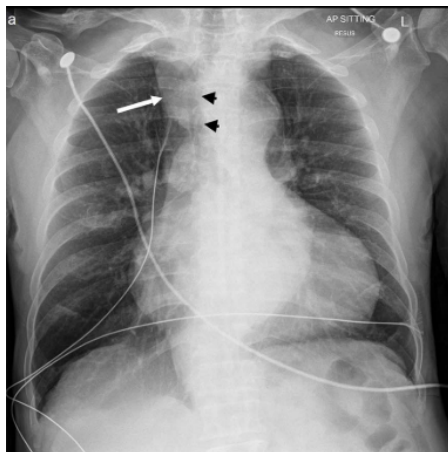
Radiografía de tórax posteroanterior en varón de 78 años asintomático con una aneurisma sobre el DK. Muestra una masa mediastínica (flecha blanca) que corresponde a una ARSA en AAI y a la desviación traqueal (flechas negras) causada por la aneurisma del DK. Fuente: Wong HL, Liew CJY, Poh ACC. Saccular Kommerell aneurysm, a potential pitfall on MDCT imaging - A review of imaging features and potential mimics. *Eur J Radiol open.* 2017;4:89-94.
